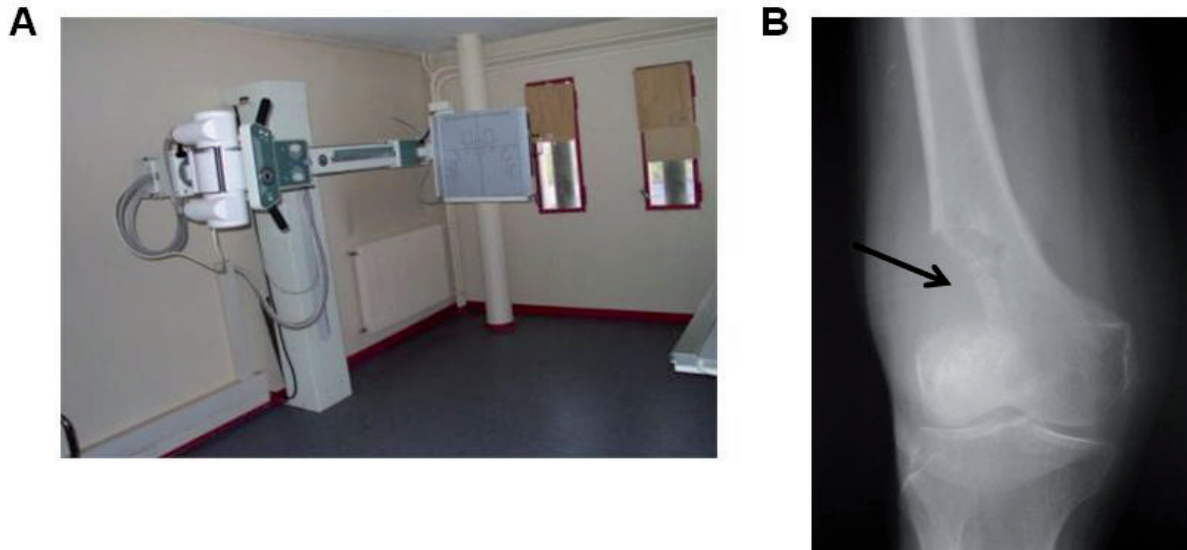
La radiographie.
